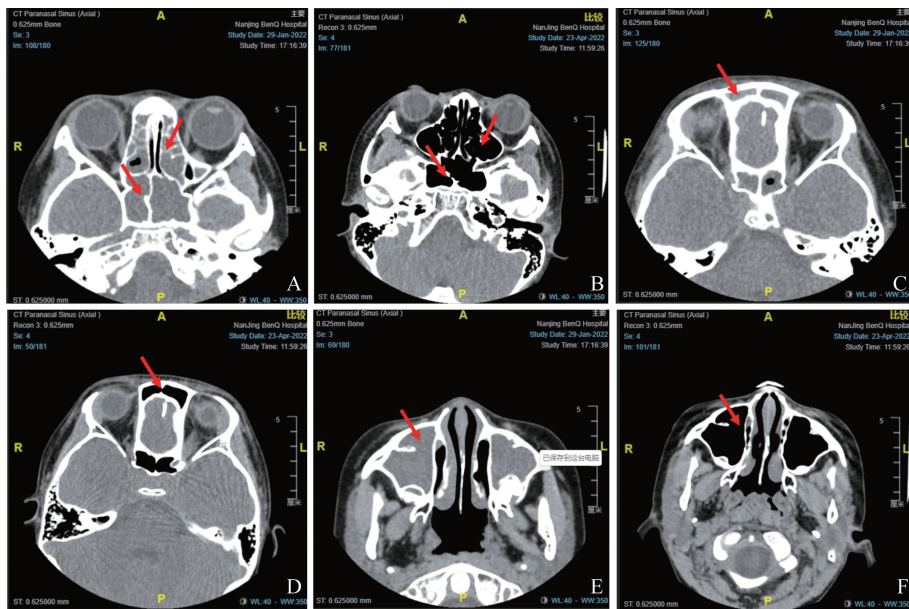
奥马珠单抗治疗前后鼻窦(红色箭头)CT的变化
